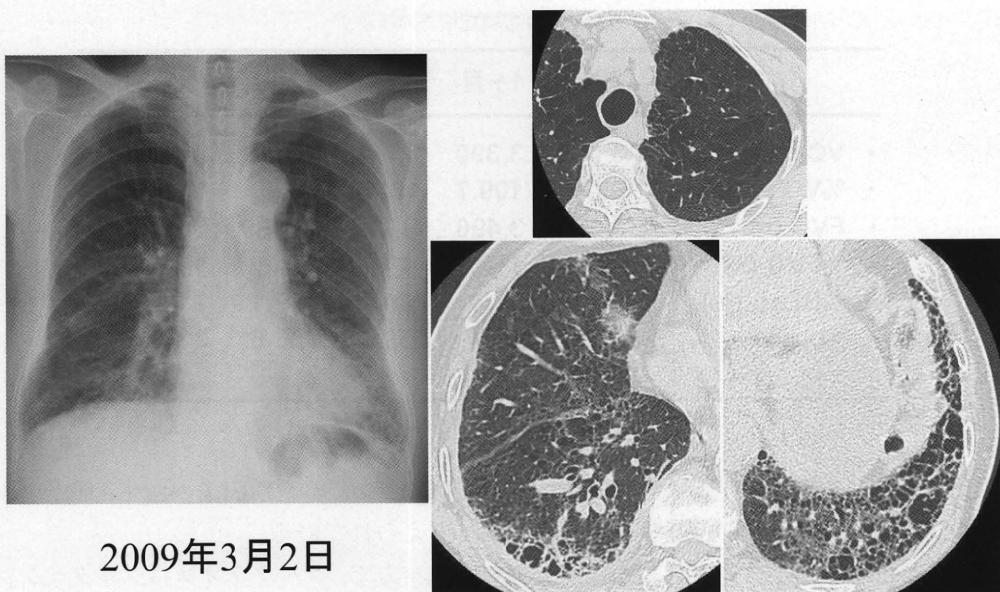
【胸部X線およびHRCT所見】(初診時=ピルフェニドン開始直前)
